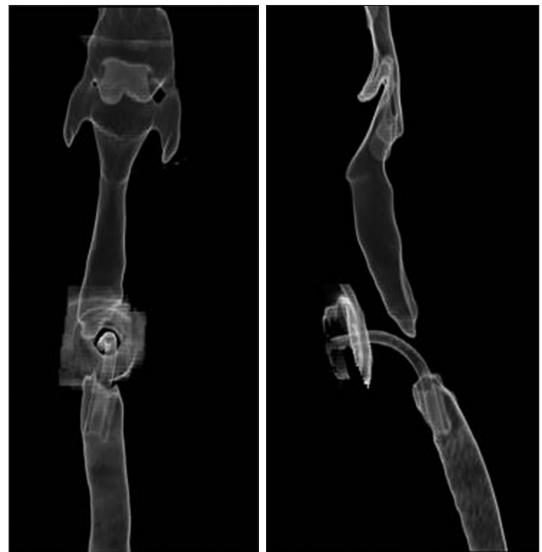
Coronal and sagittal three dimensional (3D) reconstruction CT : We had found the trachea which was blocked superior to the tracheostomy tube.
